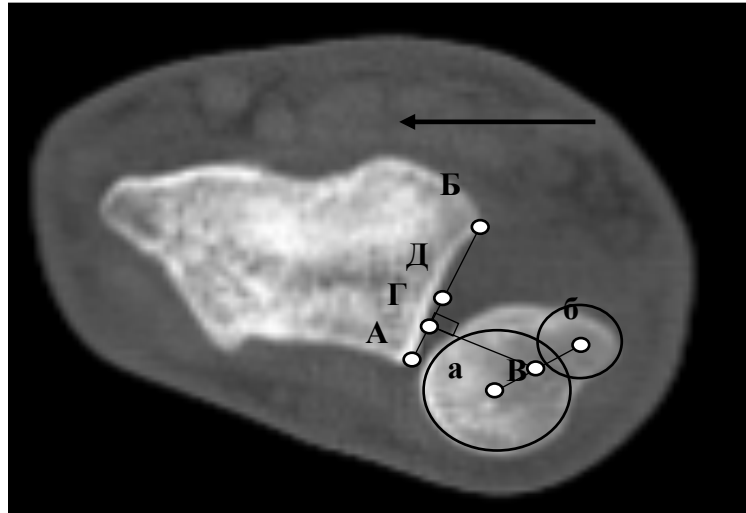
КТ – картина тыльного подвывиха головки левой локтевой кости. С помощью метода эпицентра было выявлено, что имеется нарушение взаимоотношения костей предплечья в дистальном лучелоктевом суставе: перпендикуляр (отрезок ВГ), опущенный от центра (точка В) отрезка двух эпицентров дистальных отделов локтевой кости (отрезок аб), на отрезок АБ, который соединяет тыльный и ладонный края сигмовидной вырезки лучевой кости, не совпадает с центром отрезка АБ (точка Д), и расположен ближе к тыльному краю сигмовидной вырезки. Стрелкой указана ладонная поверхность предплечья
